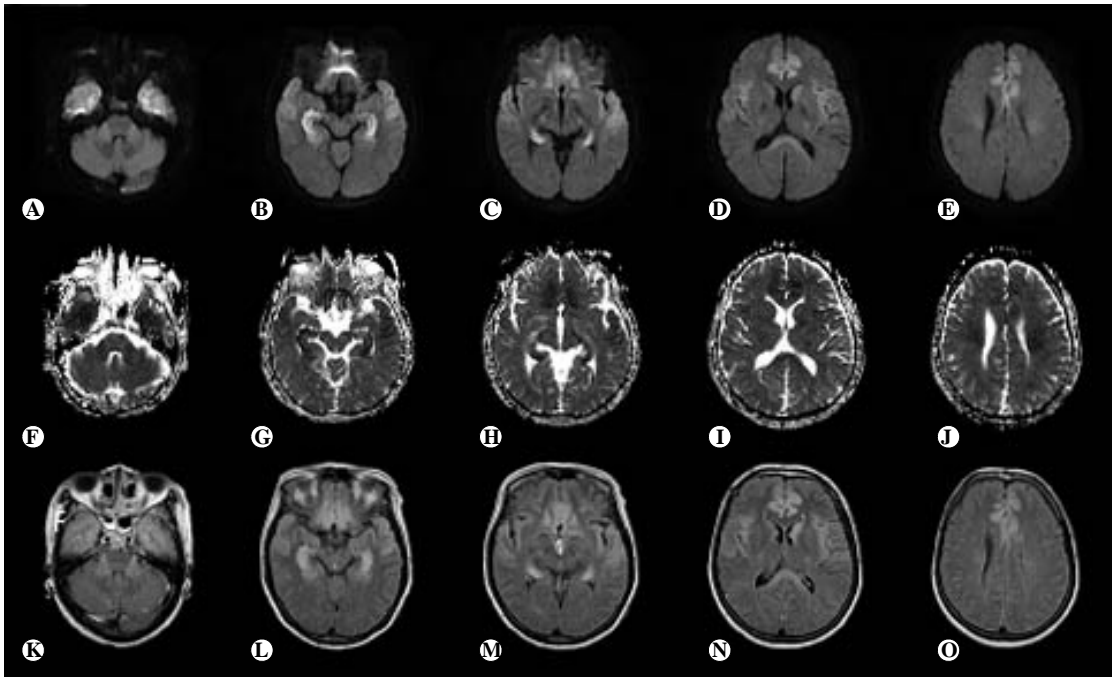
Follow-up brain MRI. The diffusion-weighted imaging (A-E) and fluid attenuated inversion recovery imaging (K-O) show hyperintense lesions at the bilateral middle cerebellar peduncle, temporal lobe, midbrain cerebral peduncle, inferior frontal lobe, caudate nucleus, splenium and corona radiata. The apparent diffusion coefficient map imaging (F-J) shows hypointense lesions at the same sites as mentioned above.
